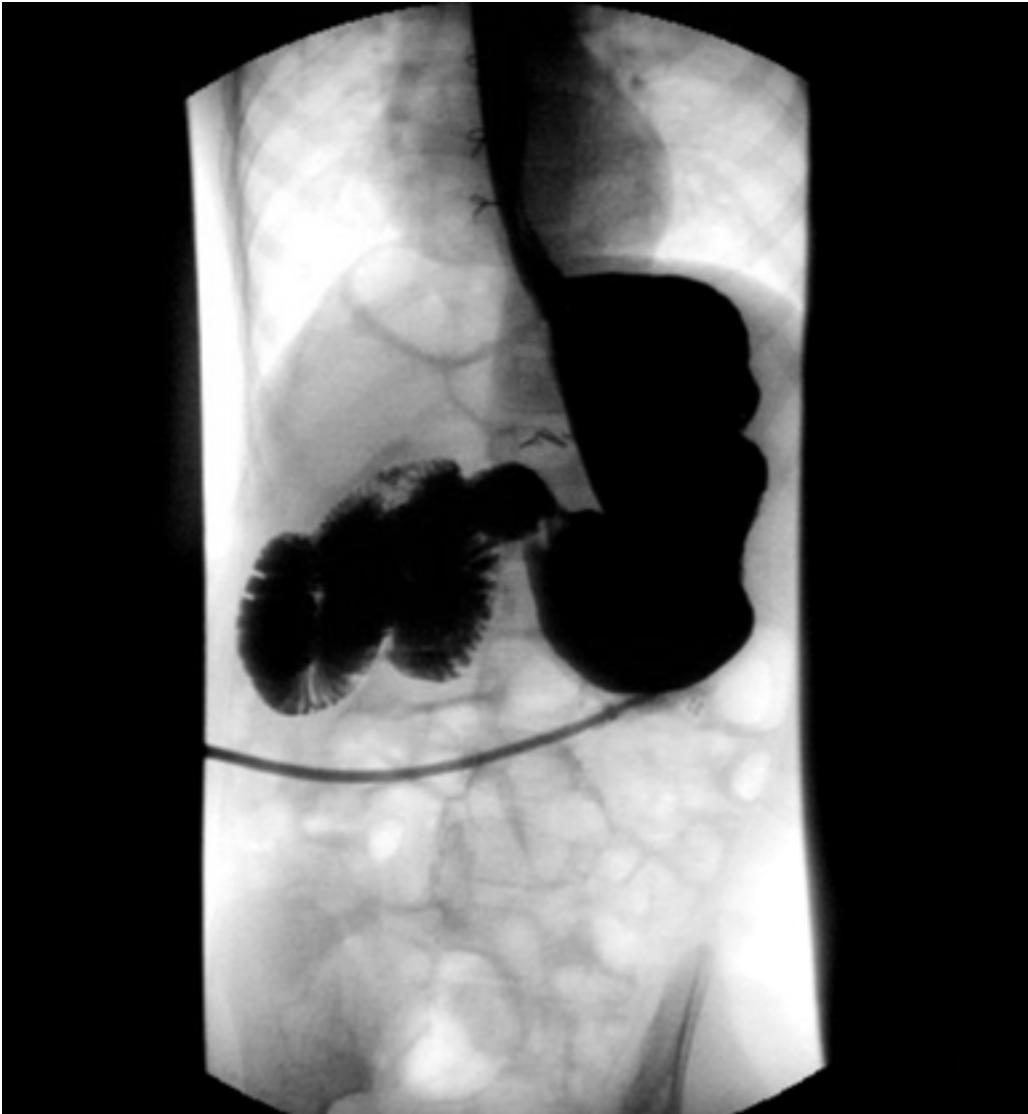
Radiografia abdominal mostrando má rotação intestinal; observe que o intestino delgado está localizado à direita da linha média
